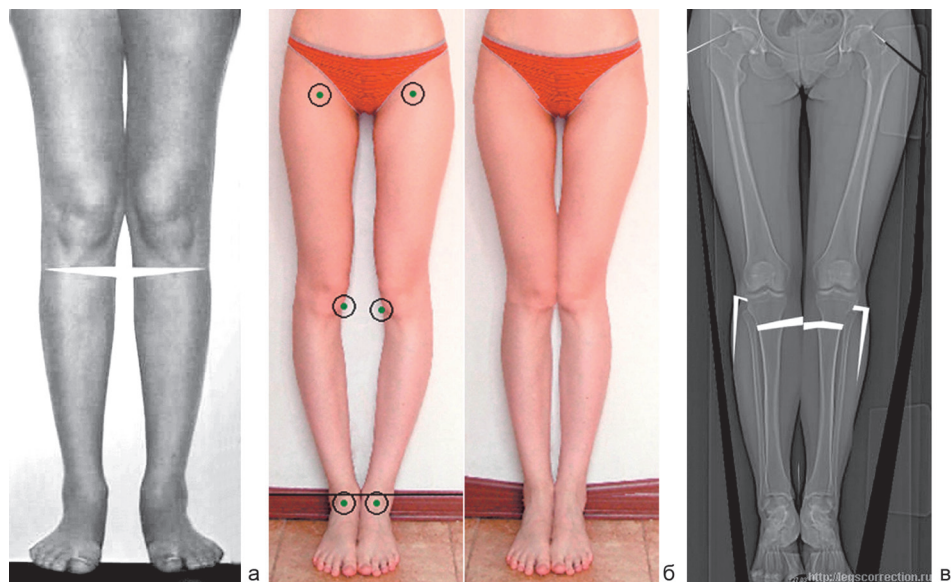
Предоперационное планирование: а – выполненное путем аппликации [34], б – при помощи программы «Орто-Косметолог» [41, 42], в – при помощи телерентгенограммы [2, 3, 9, 31]
